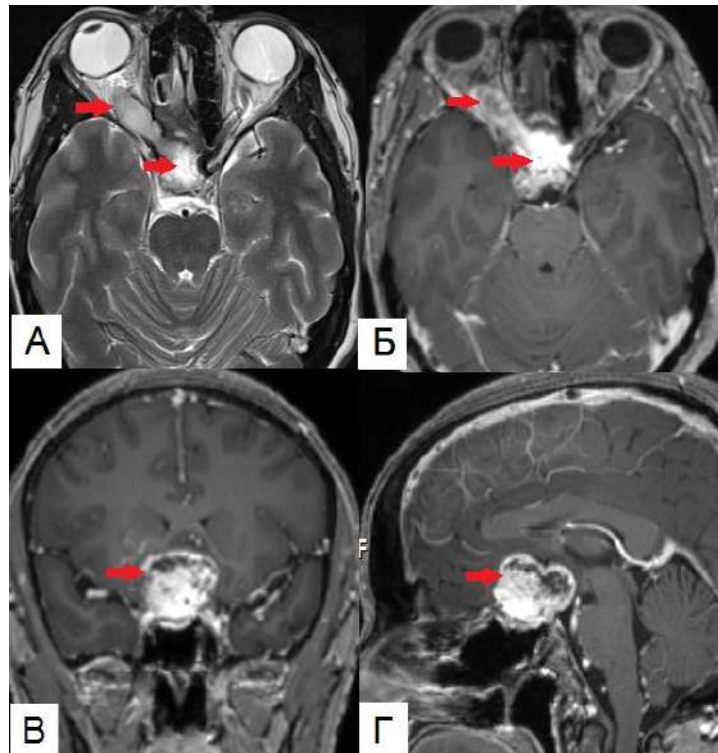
Клинический пример №7. Пациентка 43 года. МРТ головы с контрастным усилением до операции. Красная стрелка указывает на опухоль.
